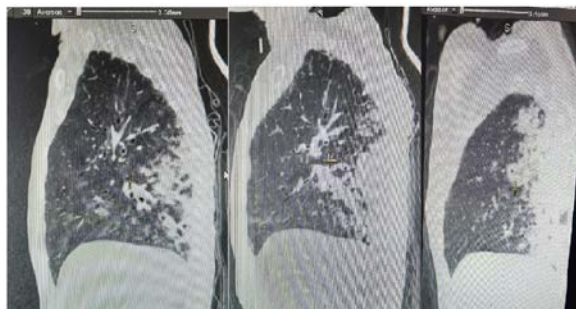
КТ органов грудной клетки в динамике
